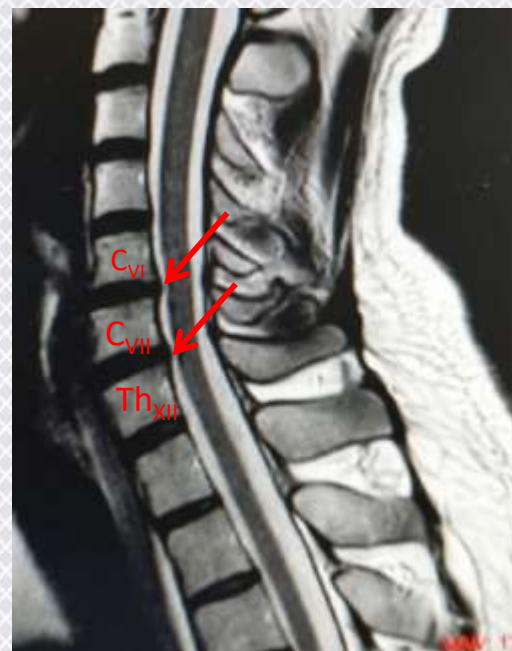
Протрузии МПД C<sub>VI</sub>-C<sub>VII</sub>, C<sub>VII</sub>-Th<sub>XII</sub>: МРТ T2-взвешенное изображение (собственное исследование)
